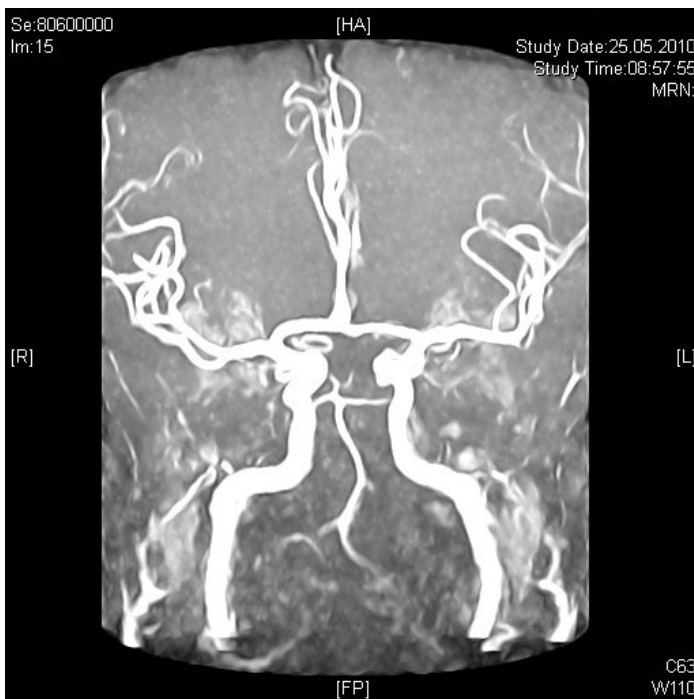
MRT mit Angiographie. Perfundierter A. basilaris nach Thrombolyse der A. basilaris Thrombose (Pat. 13).
